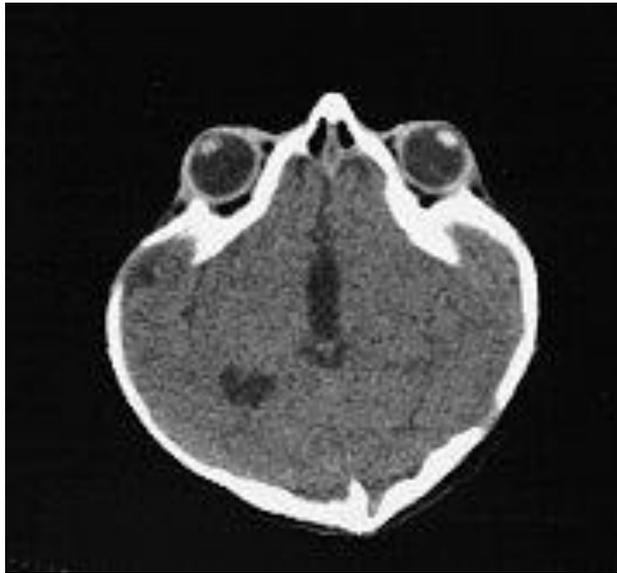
Tomografía computarizada de la órbita. Notese el acúmulo de líquido detrás de la órbita. Tomado de [www.gucfm.georgetown.edu/.../synostosis.html](http://www.gucfm.georgetown.edu/.../synostosis.html) 2005. <sup>36</sup>
